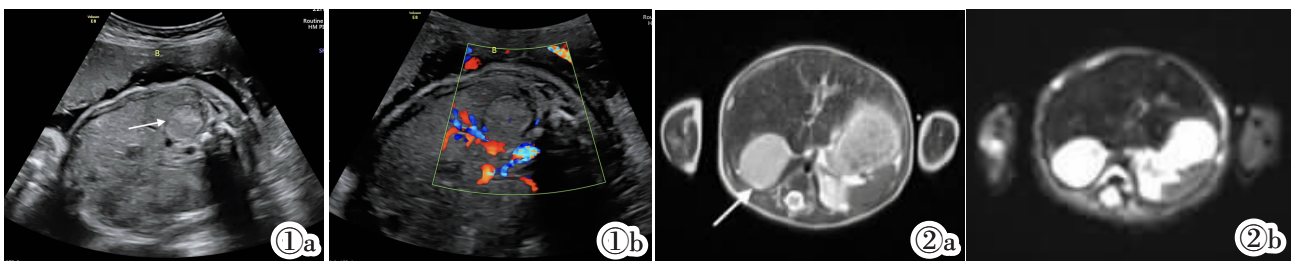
孕 31 周⁺ 产前超声检查。图 1a: 胎儿右侧肾上腺区见不均质回声包块(白色箭头所示); 图 1b: 包块内见少量血流信号。图 2 出生后 4 天肾上腺 MRI 平扫+DWI。图 2a: T₂ 加权 MRI 显示右侧肾上腺圆形肿块(白色箭头)伴轻度高信号。图 2b: 右侧肾上腺圆形肿块 DWI 呈高信号。
